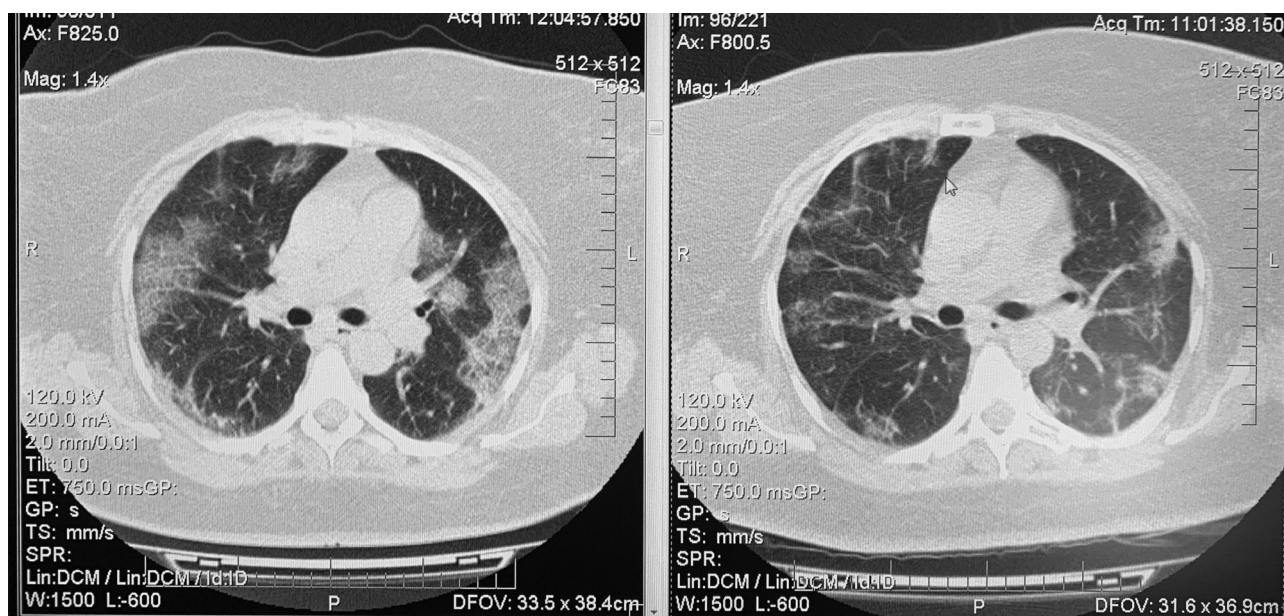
КТ органов грудной клетки исходно и после лечения. Отмечено уменьшение распространенности интерстициально-го поражения легких
